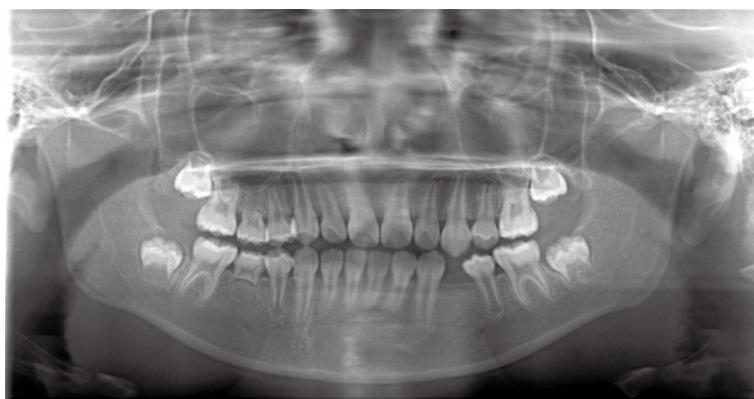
Panoramic radiograph 1 year and 3 months after transplantation
